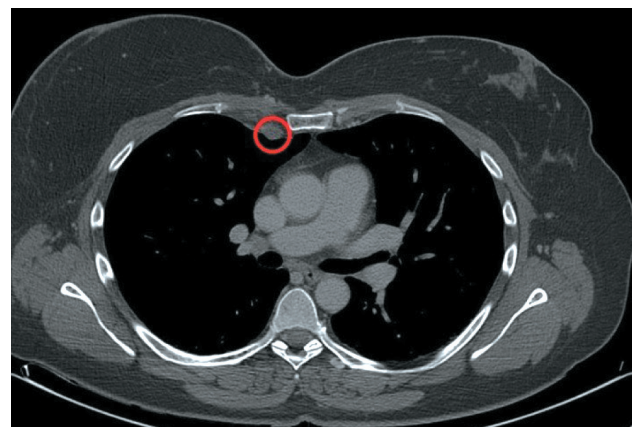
Рентгеновская компьютерная томография. На уровне второго межреберья визуализируется парастеральный лимфатический узел размером до  $9 \times 14$  мм
